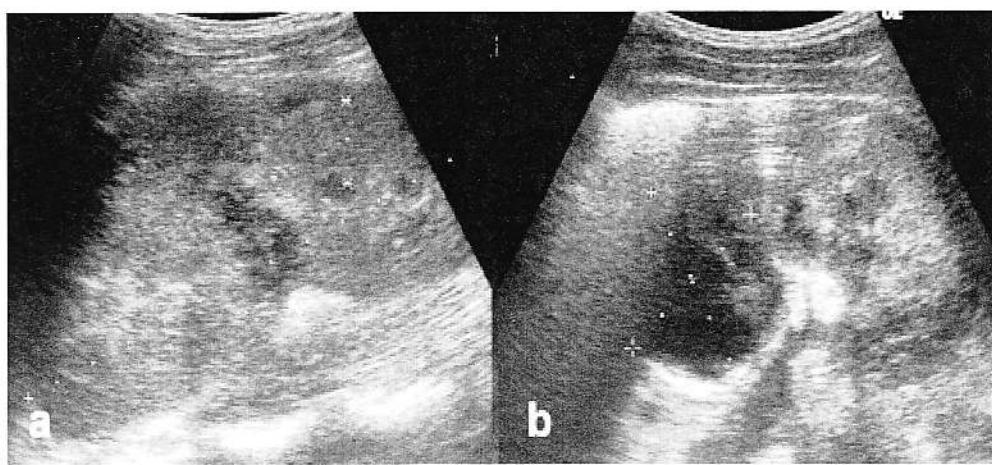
a,b. Explorarea ecografică a lojei renale stângi evidențiază un rinichi mărit în volum (ax bipolar cca. 128 mm, parenchim renal cca. 18 mm). La nivelul marginii convexe se evidențiază o discontinuitate capsulară (aspect de fractură capsulară) și o zonă hipoechogenă care coafează rinichiul – hematom perirenal ?
